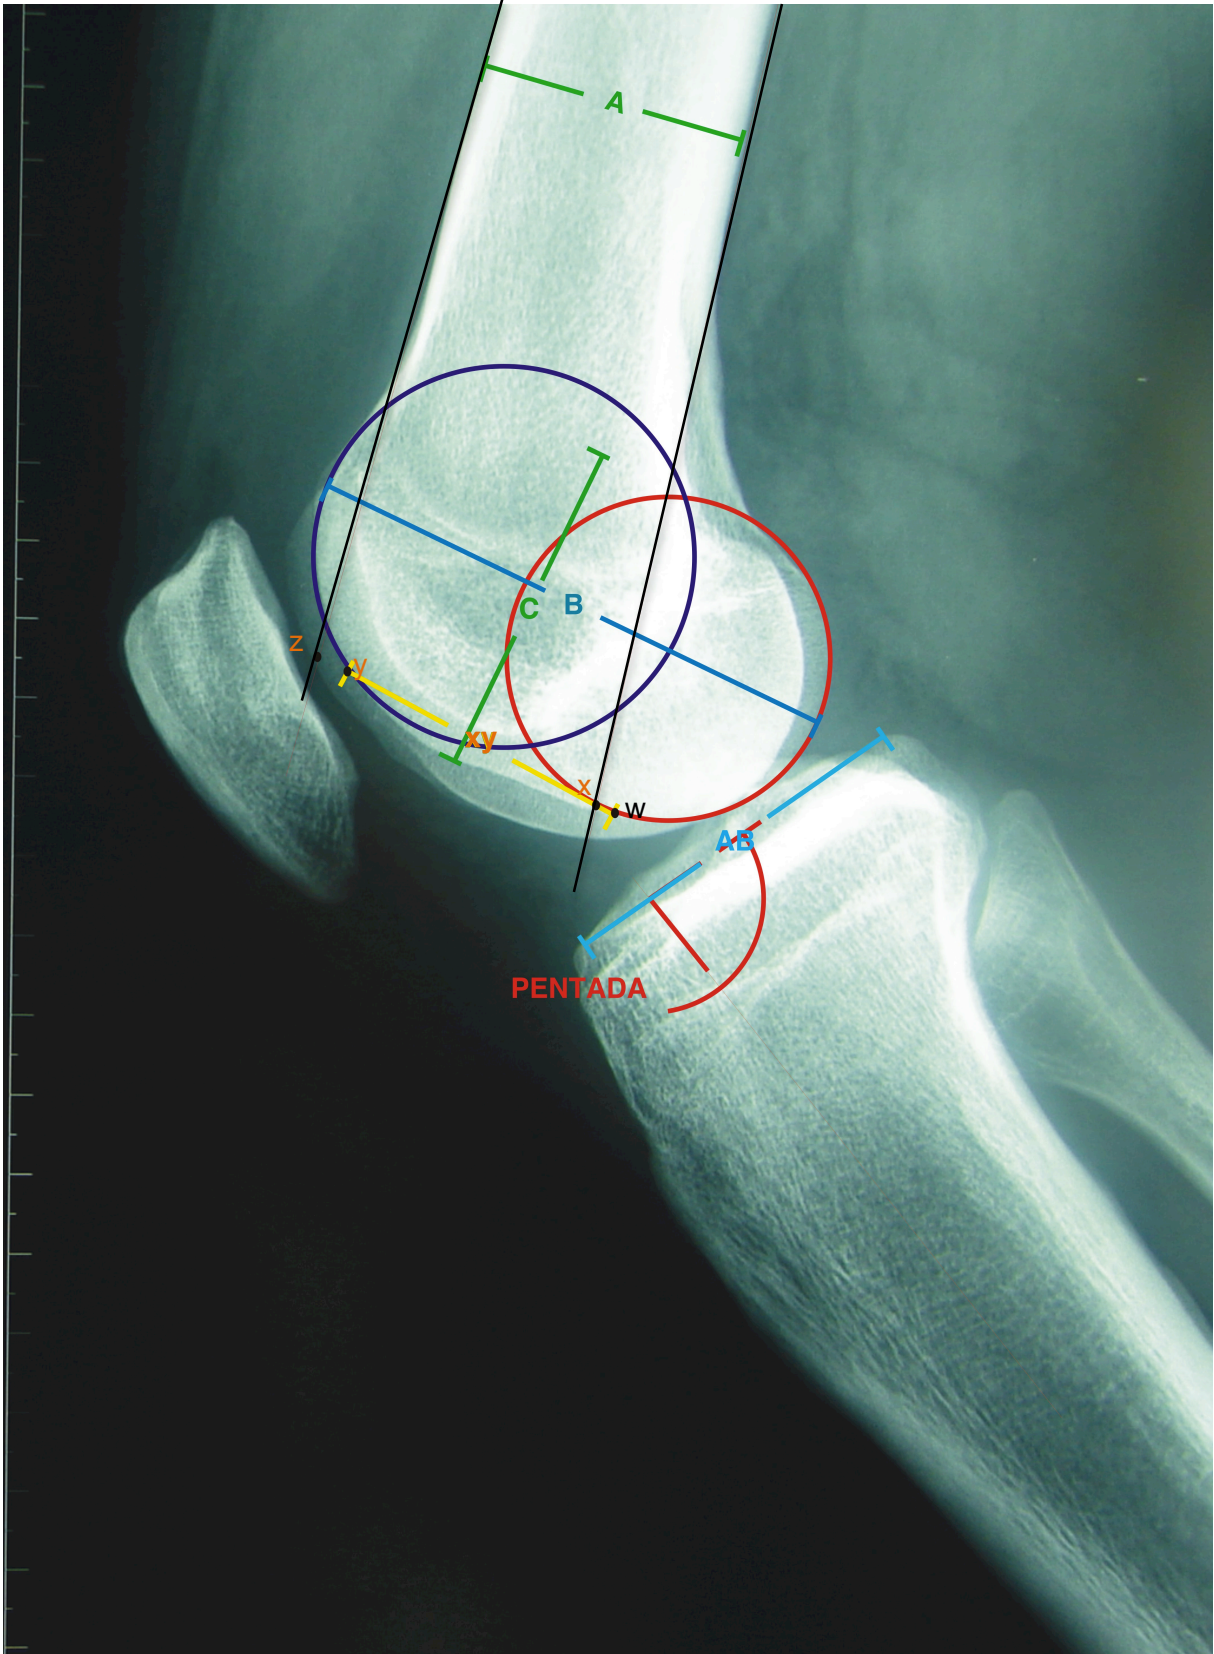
Parâmetros absolutos anátomo-morfológicos aferidos na radiografia de perfil do joelho.
